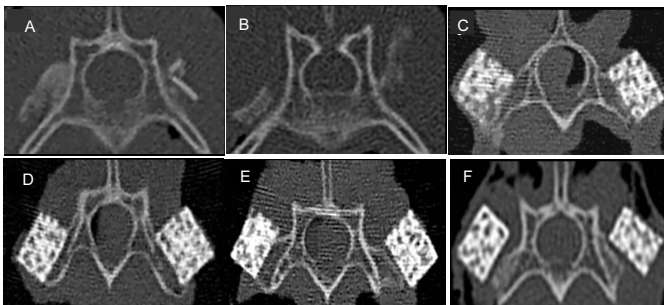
术后 9 周各组融合区 CT 扫描轴位像
